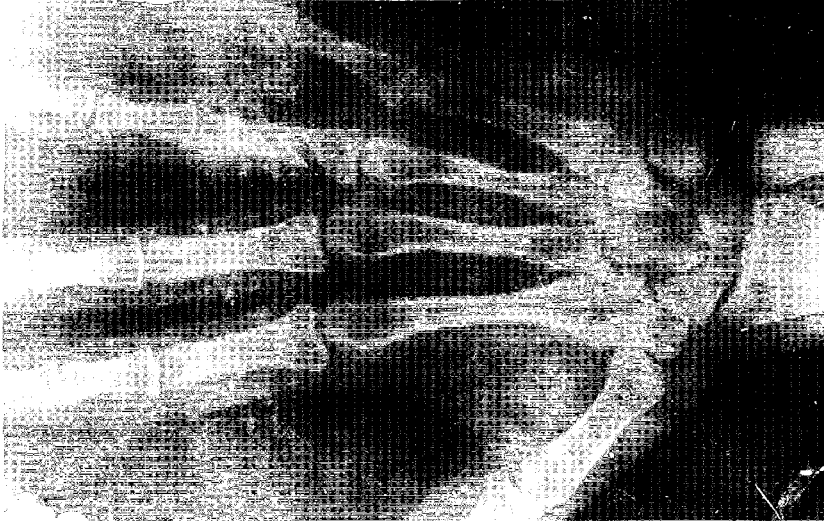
TaE'nin el ve bilek grafisi. El parmak ve tarak kemikleri ile radius ve ulna alt epifiz hatlarının kapanmış olduğu görülmekte.
